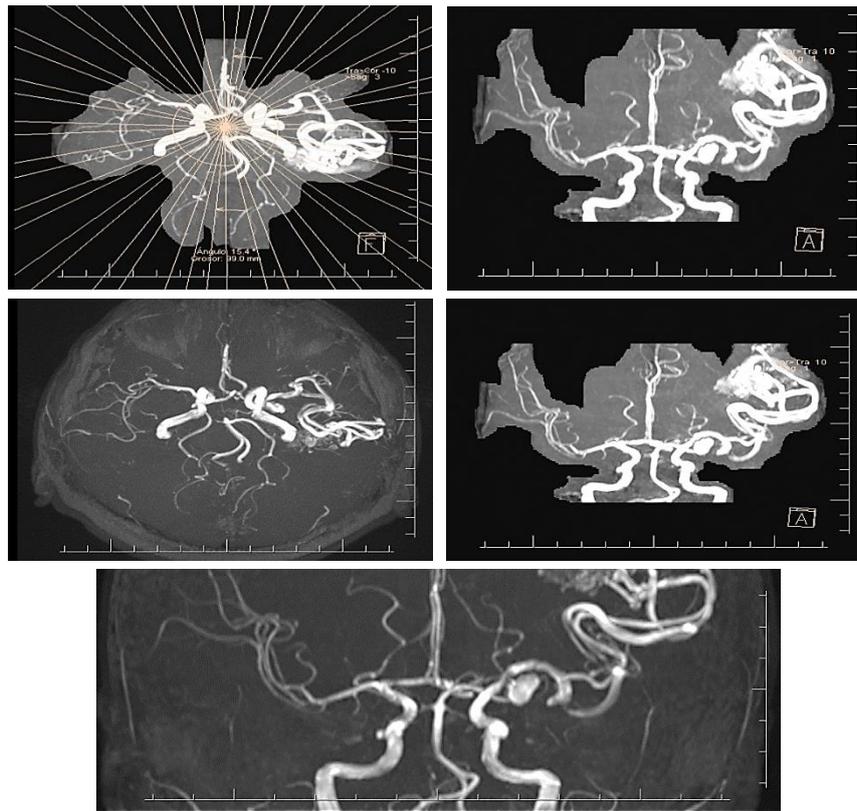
Resultados de Angioresonancia Magnética.
